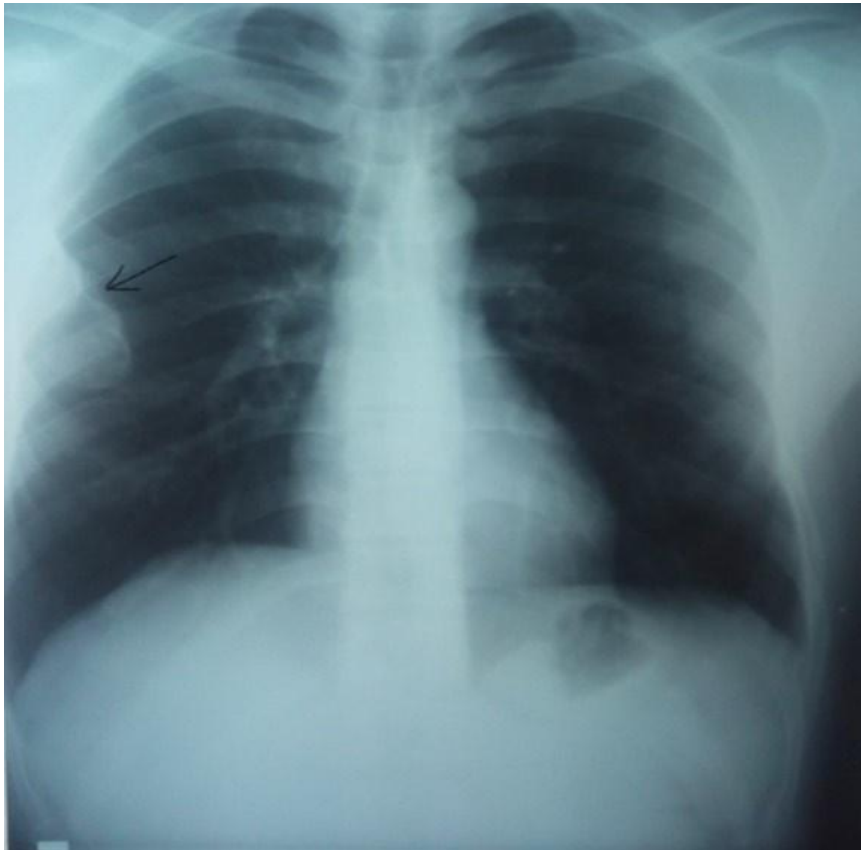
Radiographie du thorax de face montrant une opacité de type pariétale
